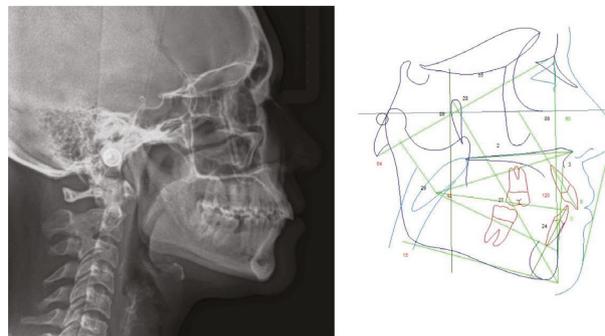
Telerradiografia + traçado.
